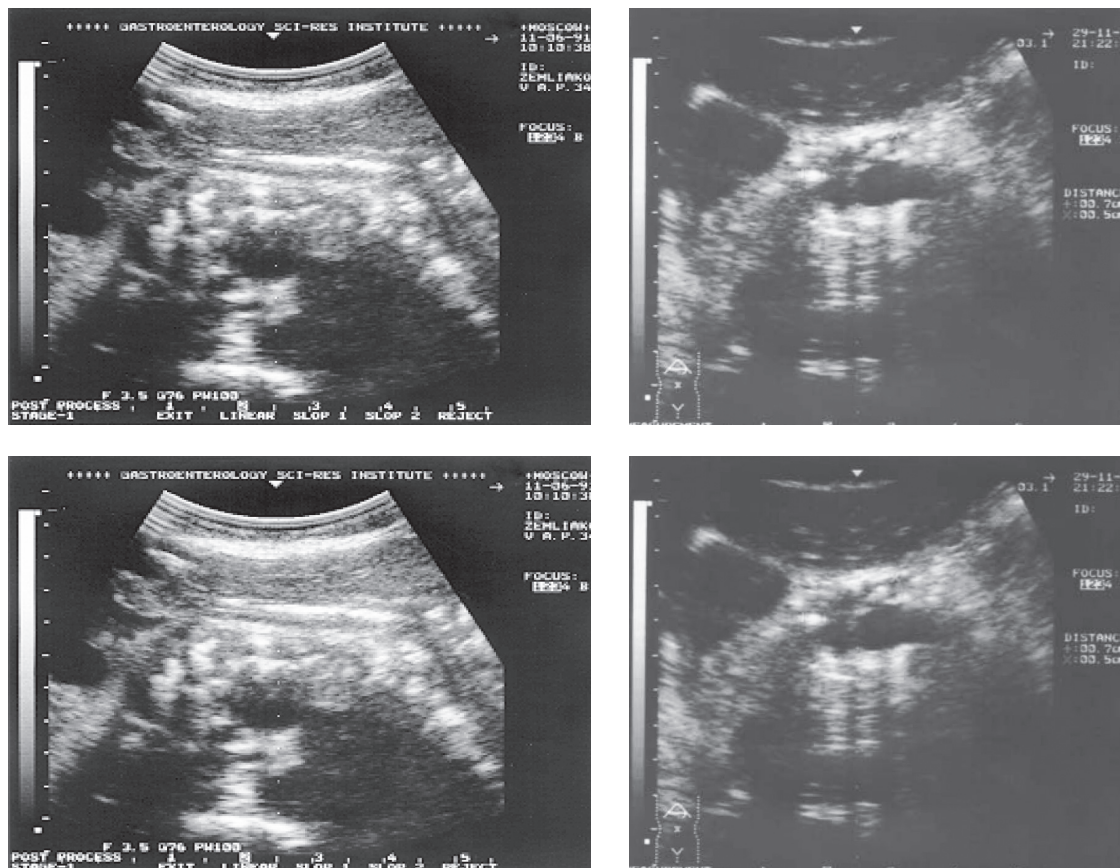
УЗИ-картина хронического кальцифицирующего панкреатита у больного К.
